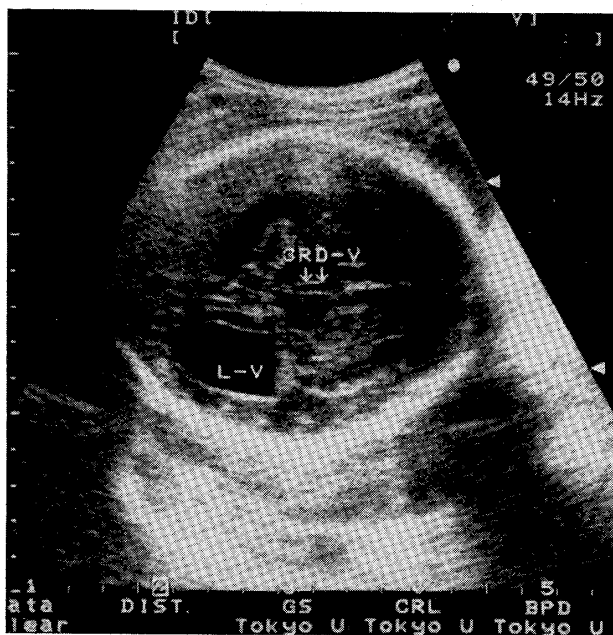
(症例4)妊娠33週2日。超音波検査所見。後角優位の両側側脳室の拡大、第3脳室の軽度挙上、透明中隔の欠如が同定され、脳梁欠損と診断された(L-V:側脳室, 3RD-V:第3脳室)。
